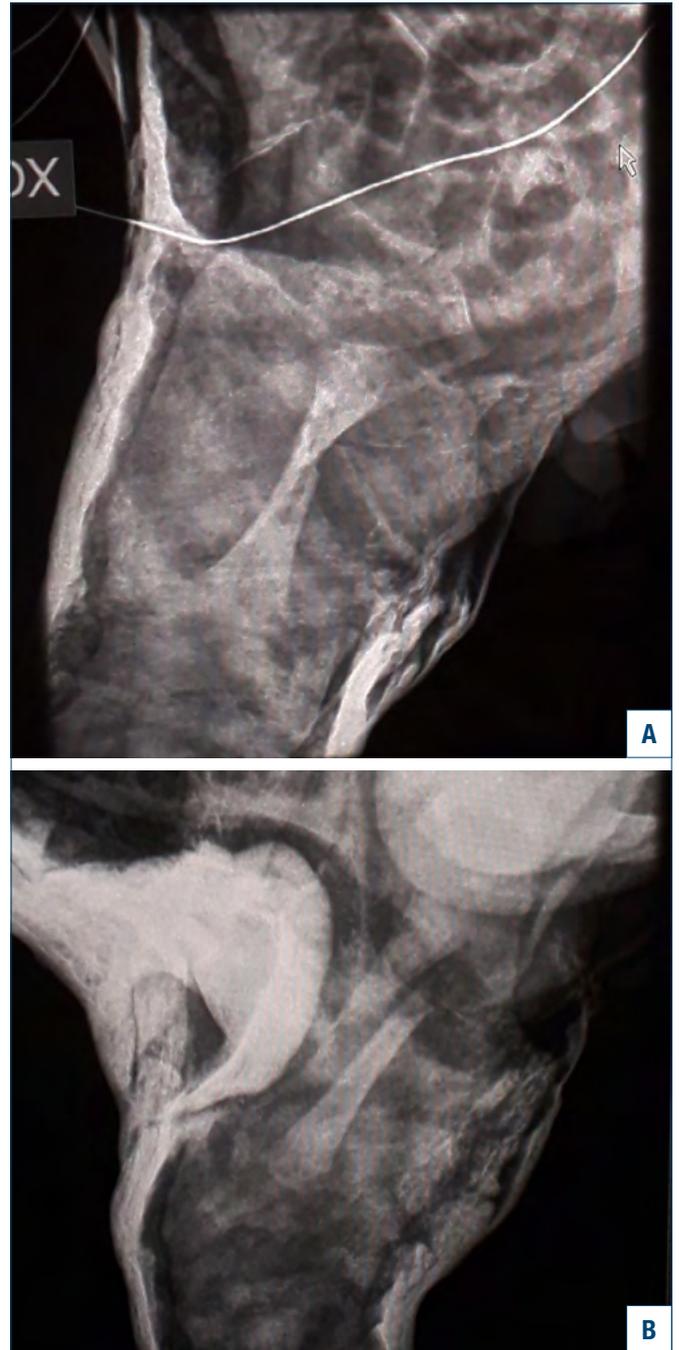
A) Controllo radiografico post-riduzione a 1 giorno. B) Controllo radiografico a 5 giorni che mostra perdita di riduzione.
